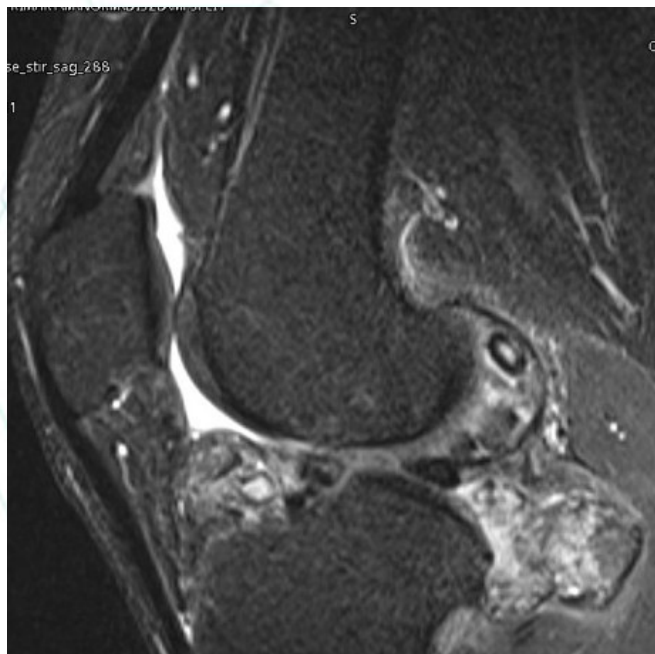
Resonancia magnética en corte sagital de rodilla derecha, evidenciando compromiso del cartílago articular, con áreas de adelgazamiento e irregularidad focal, particularmente en la superficie del cóndilo femoral, asociado a cambios en el hueso subcondral caracterizados por discreta alteración de la señal, sugestiva de edema óseo reactivo.
